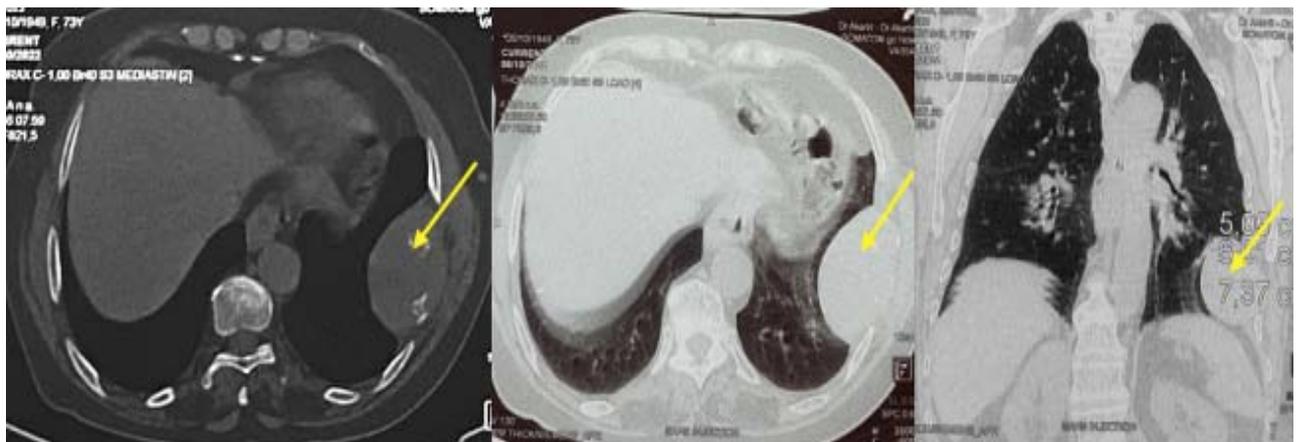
TDM thoracique du 06/10/2022 A-Fenêtre osseuse en coupe transversale B-Fenêtre parenchymateuse en coupe transversale C-Fenêtre parenchymateuse en coupe coronale
